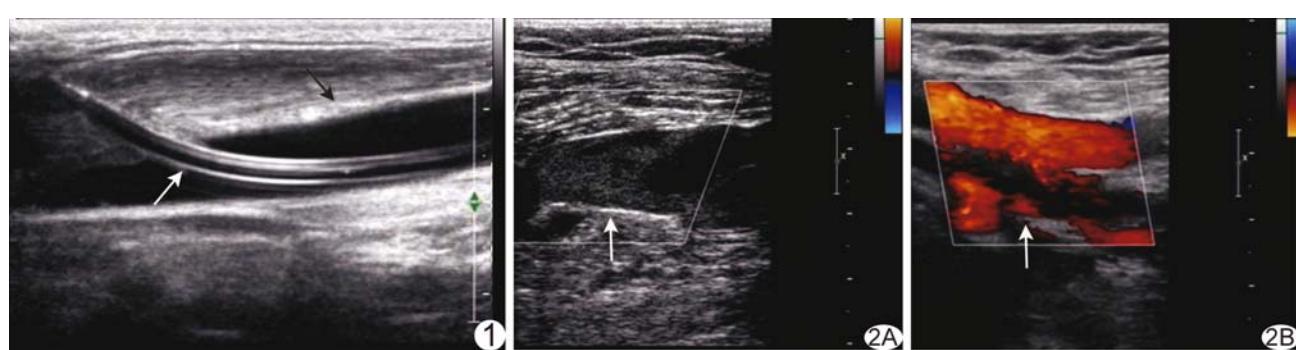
超声引导下腘静脉(黑箭)置入溶栓导管(白箭) 图2 患者女,56岁 LEDVT超声置管溶栓前声像图示股静脉血栓(箭)存在(A),治疗后8天超声检查股静脉血栓基本消失,血管通畅(箭)(B)
